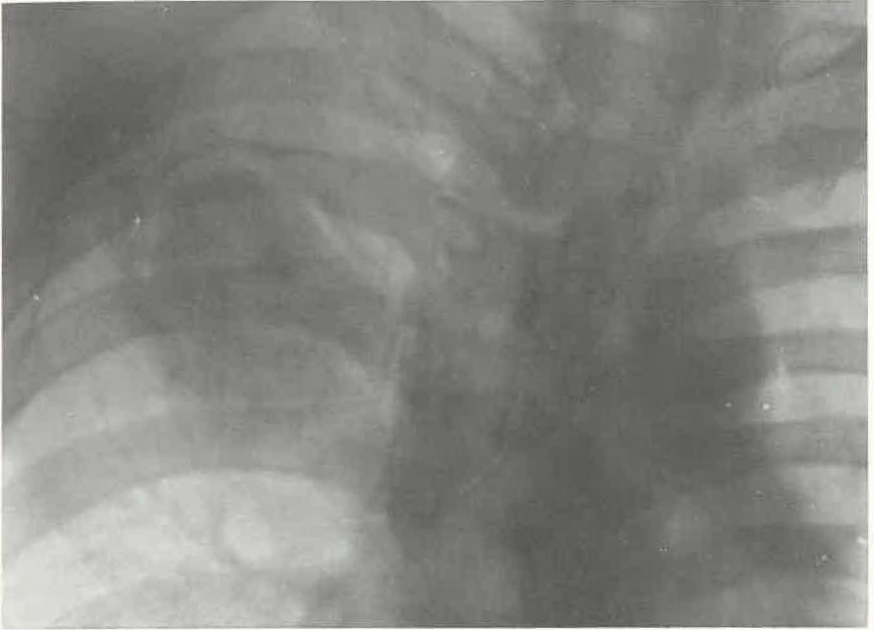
Mycose pulmonaire à forme tumorale. Radiographie du thorax.
